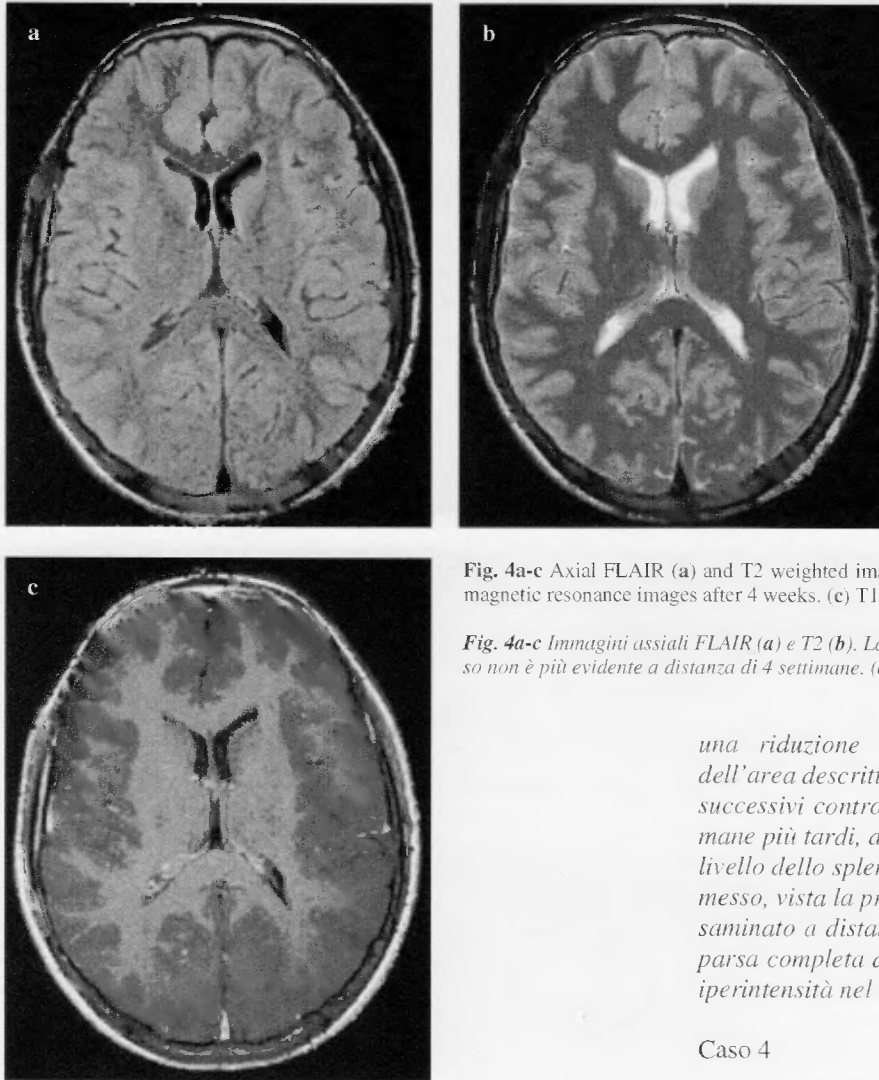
Axial FLAIR (a) and T2 weighted images (b). No lesion is seen in the corpus callosum on magnetic resonance images after 4 weeks. (c) T1-weighted contrast enhanced image.
